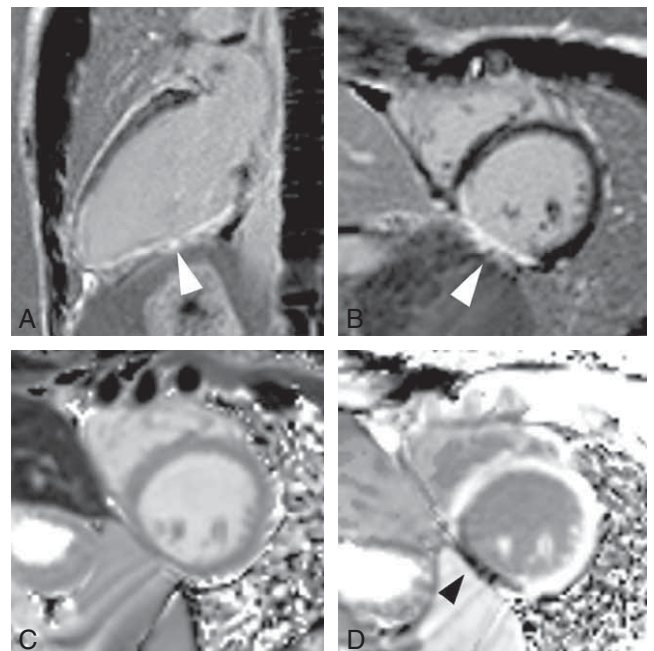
Imagerie IRM de séquelle de nécrose myocardique. Images IRM chez un patient avec une artère coronaire droite connectée dans le sinus gauche et avec un trajet interartériel. Présence d'un hypersignal (têtes de flèches blanches) dans la paroi inférieure en faveur d'une séquelle myocardique ischémique sur les séquences de rehaussement tardif sur les coupes 2 cavités (A) et petit axe (B). Séquences de *mapping* T1 avant (C) et après injection (D) de chélate de gadolinium avec raccourcissement du T1 (tête de flèche noire).
